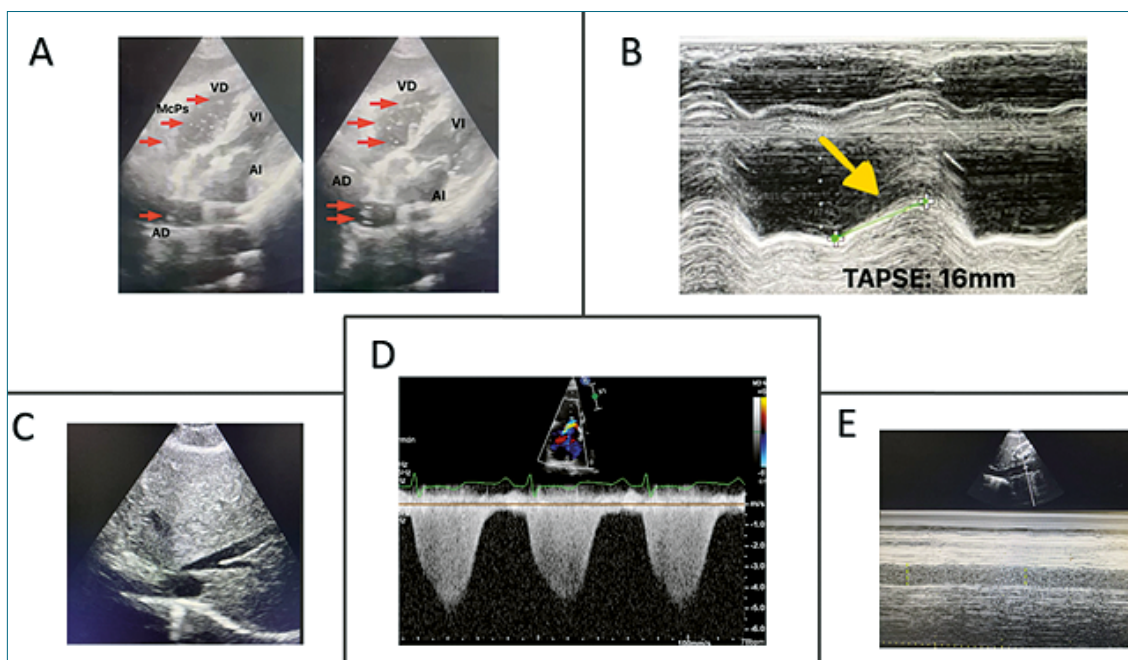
A Vista Subcostal con evidencia de ingreso de imágenes hiperecoicas que van desde la AD al VD, con hipertrofia concéntrica del VI con signos de hipovolemia; B: TAPSE: Modo M sobre la Válvula Tricúspide con evidencia de deterioro de TAPSE, con dato de disfunción de VD; C: Dilatación de venas suprahepáticas; D: Chorro-IT Doppler continuo sobre VT; 4,5 m/s; E: Diámetro de Vena cava inferior 2,6 cm disminución < 50% colapso respiratorio, con PAD 15 mmHg; PSAP: 96 mmHg, con una relación TAPSE/PSAP 0,16 mm/mmHg; TAPSE: desplazamiento del anillo tricúspideo; AD: aurícula derecha; PAD: presión de la AD; VD: ventrículo derecho; AI: aurícula izquierda; VI: Ventrículo izquierdo; MCPs: micropartículas; IT: insuficiencia tricúspidea; PSAP: presión sistólica de la arteria pulmonar.
